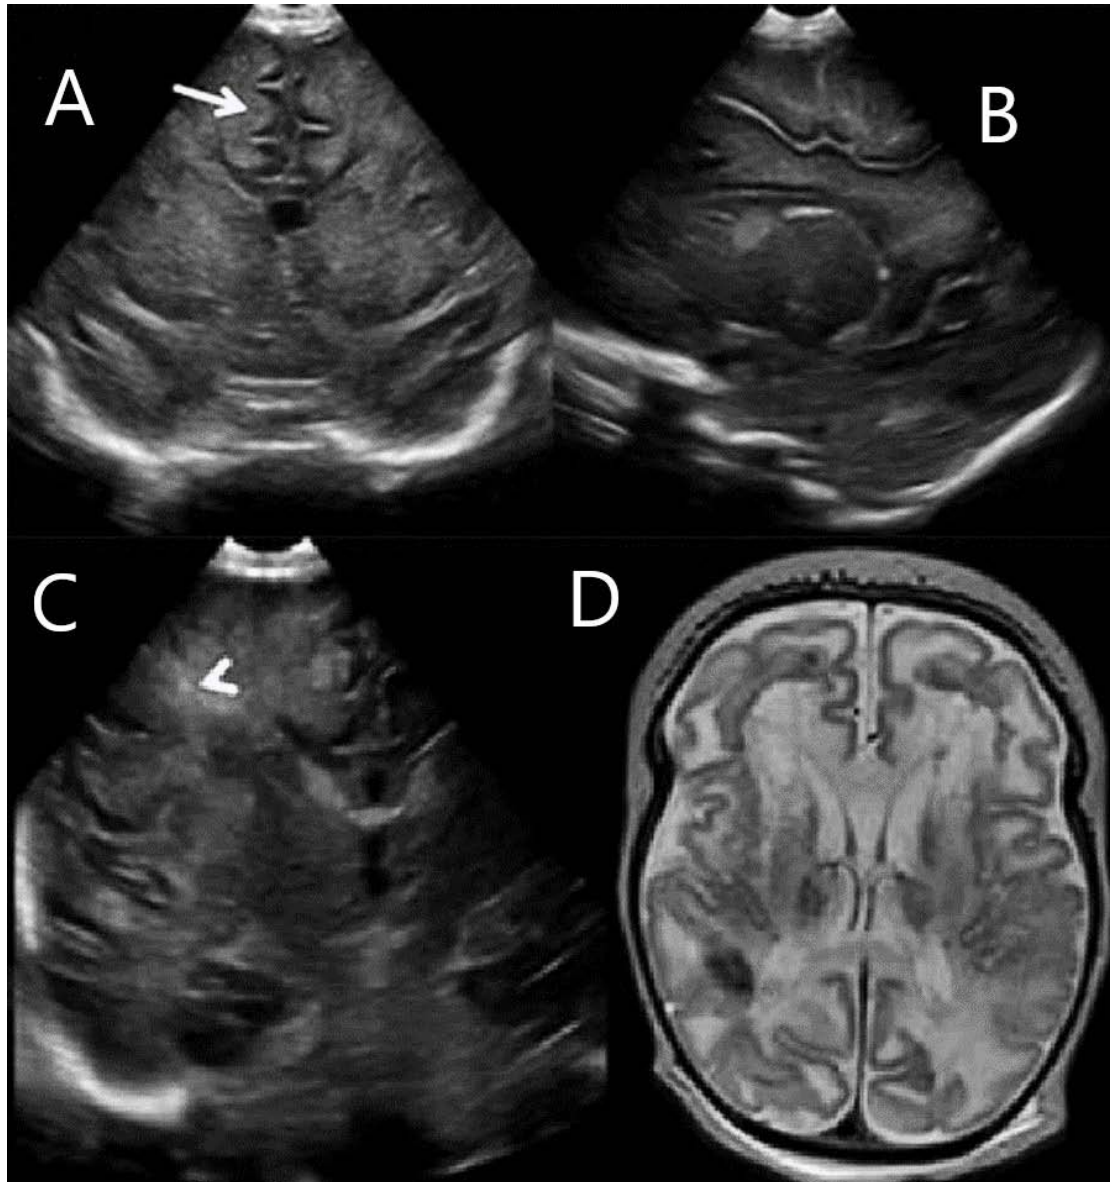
des clichés d'E.T.F. coronale (A, C) et sagittale (B) et image d'IRM de suivi en pondération T2 d'un nouveau-né prématuré qui souffrait d'une lésion hypoxo-ischémique périnatale sévère. L'échogénicité de la substance blanche est significativement augmentée, la différenciation cortico-médullaire augmentée (B) (flèche) et les VLs sont comprimés (en forme de fente) en raison de la lésion cérébrale / œdème étendue. L'image E.T.F. focalisée de l'hémisphère cérébral droit montre des hémorragies focales supplémentaires (C) (tête de flèche) dans la matière blanche centrale. L'IRM de suivi (D) confirme l'étendue de la lésion de la substance blanche avec des hémorragies intra-parenchymateuses focales en hyposignal T2, ainsi que la progression de la ventriculomégalie due à la perte de volume global de la substance blanche [139].
